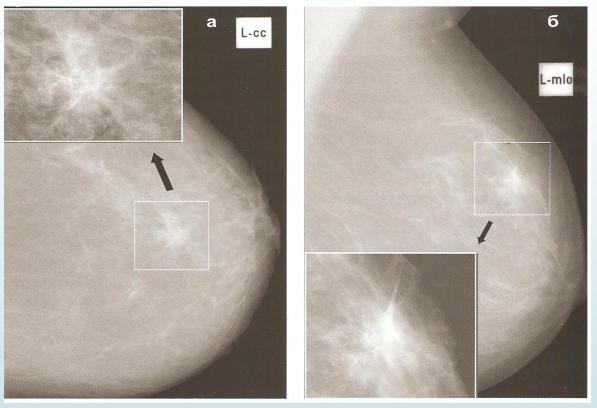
За,б Рентгенограммы левой молочной железы в двух проекциях (а - прямая проекция, б – косая проекция): на фоне жировой инволюции у границы верхних квадрантов левой молочной железы определяется участок повышенной плотности звездчатой структуры, на фоне которого, тонкие линейные и червеобразные протоковые кальцинаты расположенные сегментарно (выделенные фрагменты даны с увеличением). DCIS.
